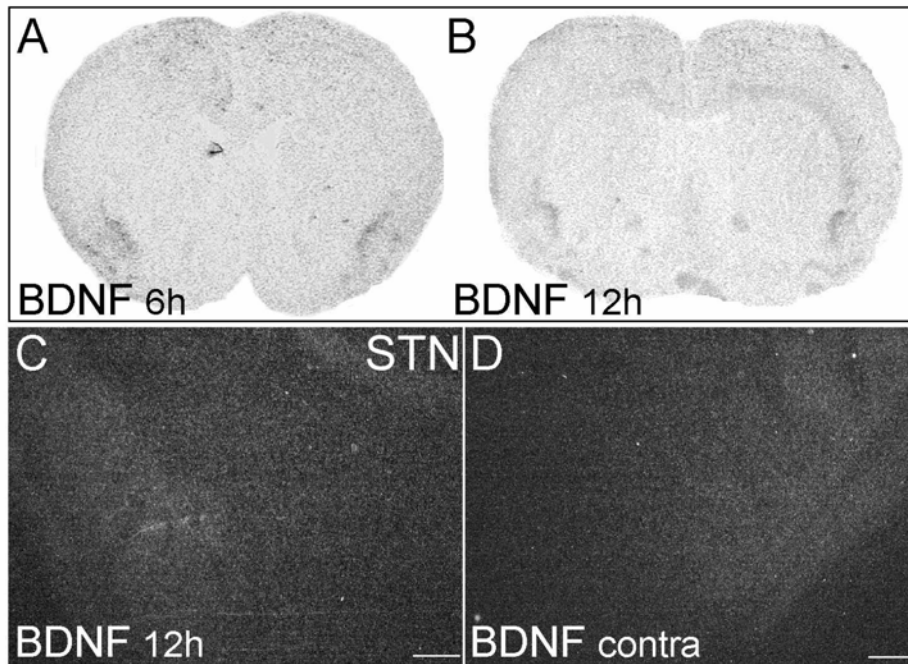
La lesión excitotóxica de la SNPR mediante una inyección de 60 nmoles de NMDA no modifica la expresión de ARNm de BDNF ni en el NST, ni en el estriado ipsilateral, por tanto, la pérdida de las neuronas diana de estas dos estructuras en la SNPR no causa una sobreexpresión de mensajero de BDNF en ellas, como sí ocurría en la corteza y la SNPC cuando sus neuronas diana en el estriado eran lesionadas. A y B: autorradiografías donde puede observarse que la lesión excitotóxica de la SNPR no produce expresión de ARNm de BDNF en el estriado. C y D: microfotografías de campo oscuro a nivel del NST que muestran como la lesión de la SNPR tampoco induce la expresión de ARNm de BDNF en este centro. Barra de escala: 200 μ m.
